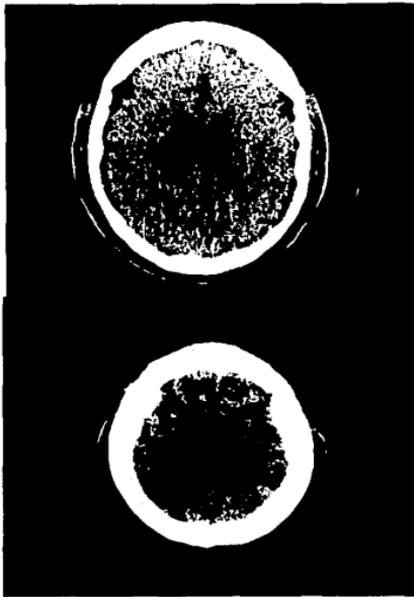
TAC de cráneo que muestra la atrofia cortico-subcortical en el paciente, más marcada en el espacio subaracnoideo.
